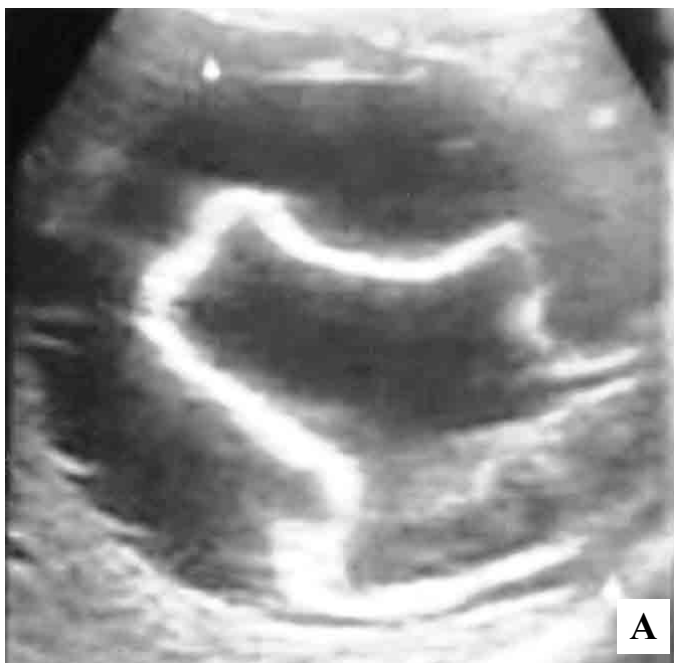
Quiste hidatídico hepático visto por medio de ultrasonografía (1A) y por tomografía computada (1B). La membrana germinal del parásito se observa como una imagen hiperecogénica (1A) o hiperdensa (1B).
